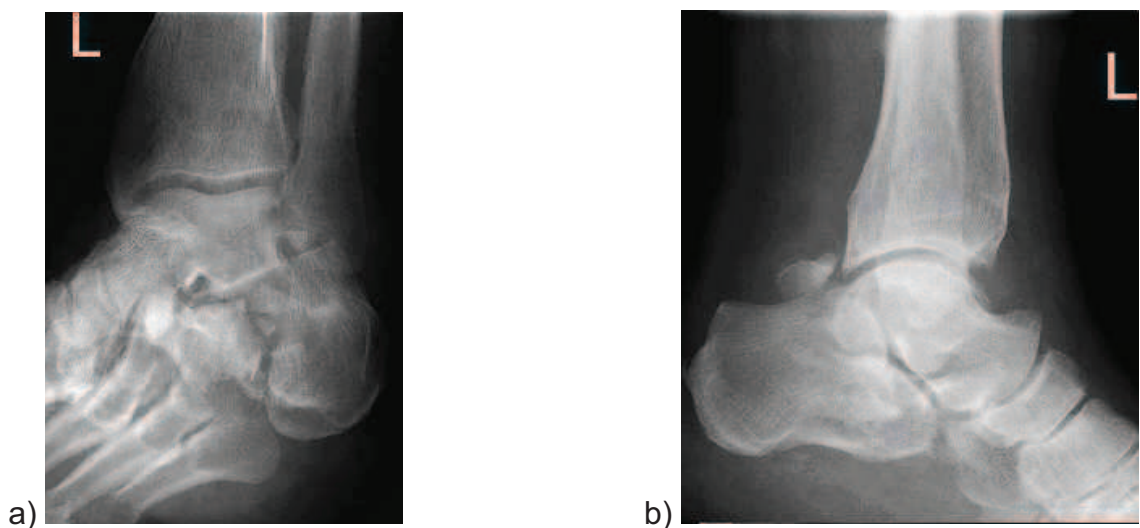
Röntgenaufnahmen des linken Calcaneus
